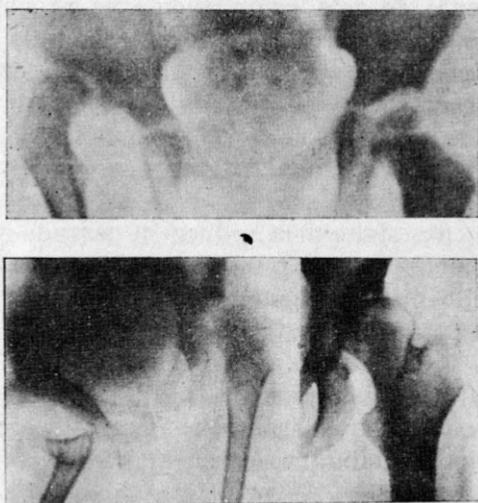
Evolución de una cadera displásica con reposo en aducción. - Parte superior: Caderas a los 4 años: la derecha luxada, la izquierda normal. - Parte inferior derecha: Después de una osteotomía de apoyo y de marcha, la cadera izquierda se subluxa terminando con fenómenos osteoarthróticos —radiografía inferior izquierda— a los 30 años. Tomado de Lloyd-Robert, G. C.: Osteoarthritis of the hip: Jour. Bone Joint Surg.: 37-B: 1, 39. Feb. 1955.
